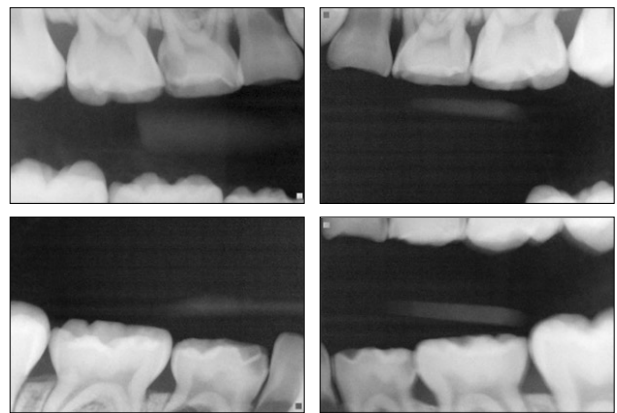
Bitewing radiograph (2012. 11. 29).
